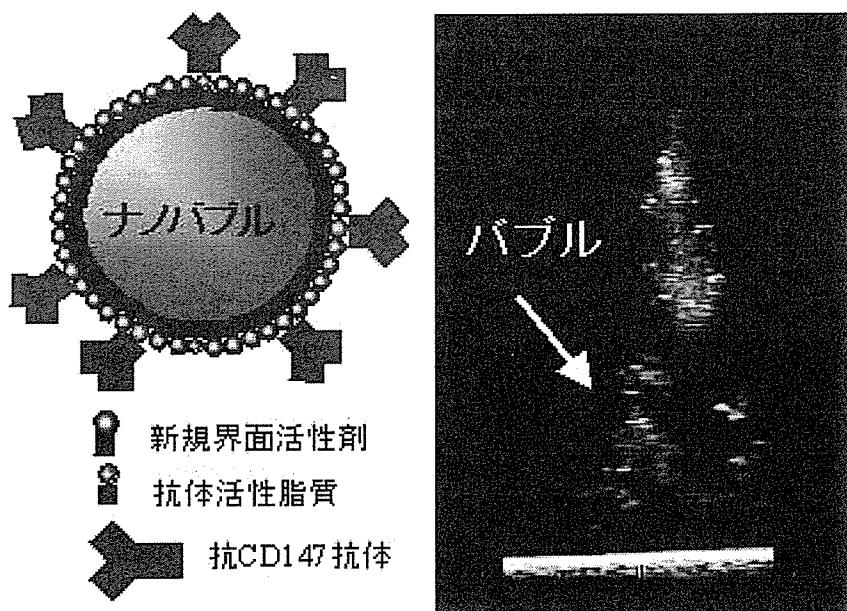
CD147 認識抗体標識インテリジェントナノバブル(イメージ図)と超音波によるバブルの検出実験
